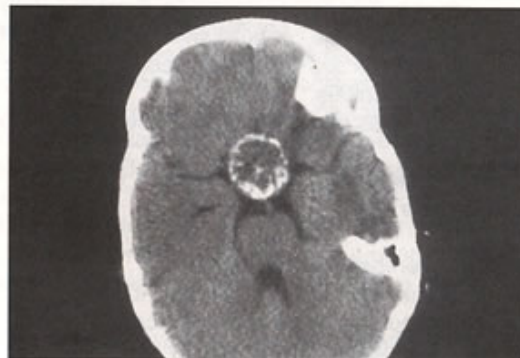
TDM : crâniopharyngiome, calcifications.
